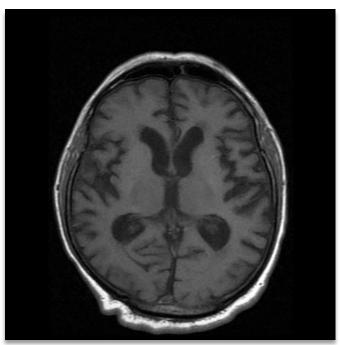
RMN de cerebro, secuencia T1, muestra cambios atróficos corticales supratentoriales.
